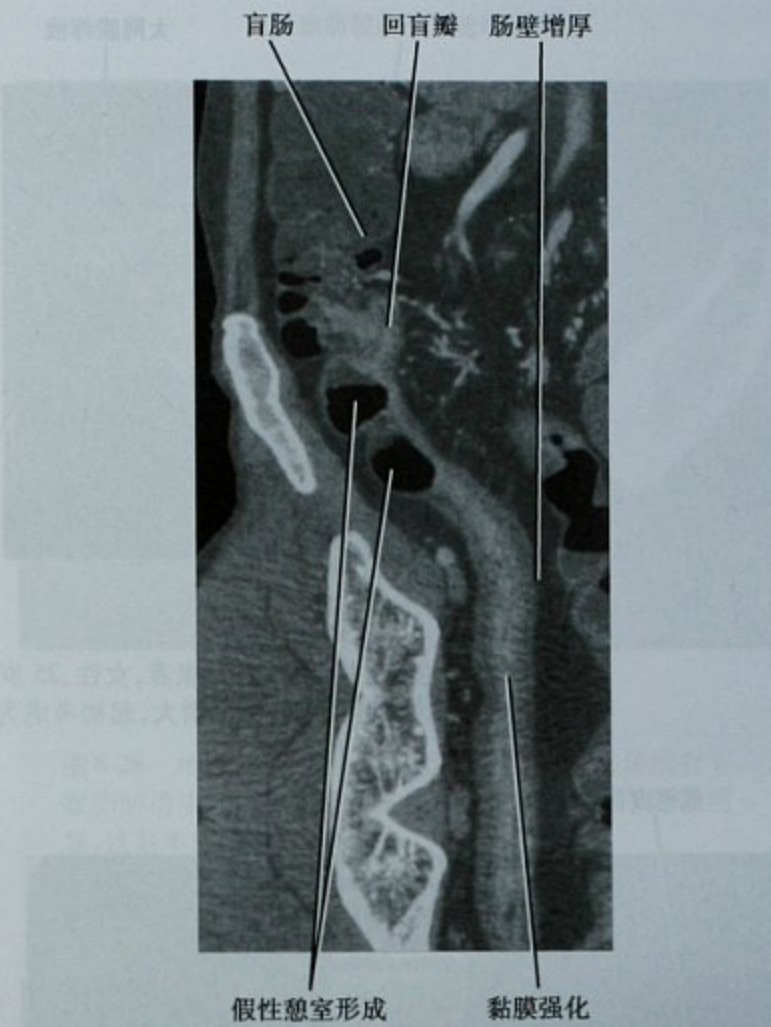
增强 CT 末段回肠曲面重建,口服阴性对比剂 CT 小肠造影检查,回肠节段性黏膜强化及弥漫性壁增厚,并见局部假憩室形成。内镜检查证实为克罗恩病
